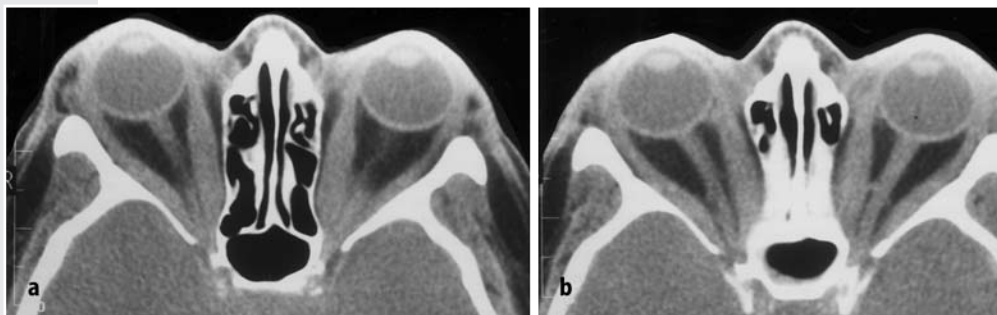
b ▲ 50-jährige Frau mit bilateralem Exophthalmus aufgrund von Morbus Basedow. a CT: vor Dekompression ist eine bilaterale symmetrische Verbreiterung der medialen und (weniger ausgeprägt) lateralen Rektusmuskeln zu erkennen. Man beachte die leichte Impression der medialen Orbitawand auf Grund einer mäßigen spontanen Dekompression. b Im entsprechenden postoperativen Bild Protrusion der medialen Mm. recti in den Bereich der ehemaligen Siebbeinzellen
